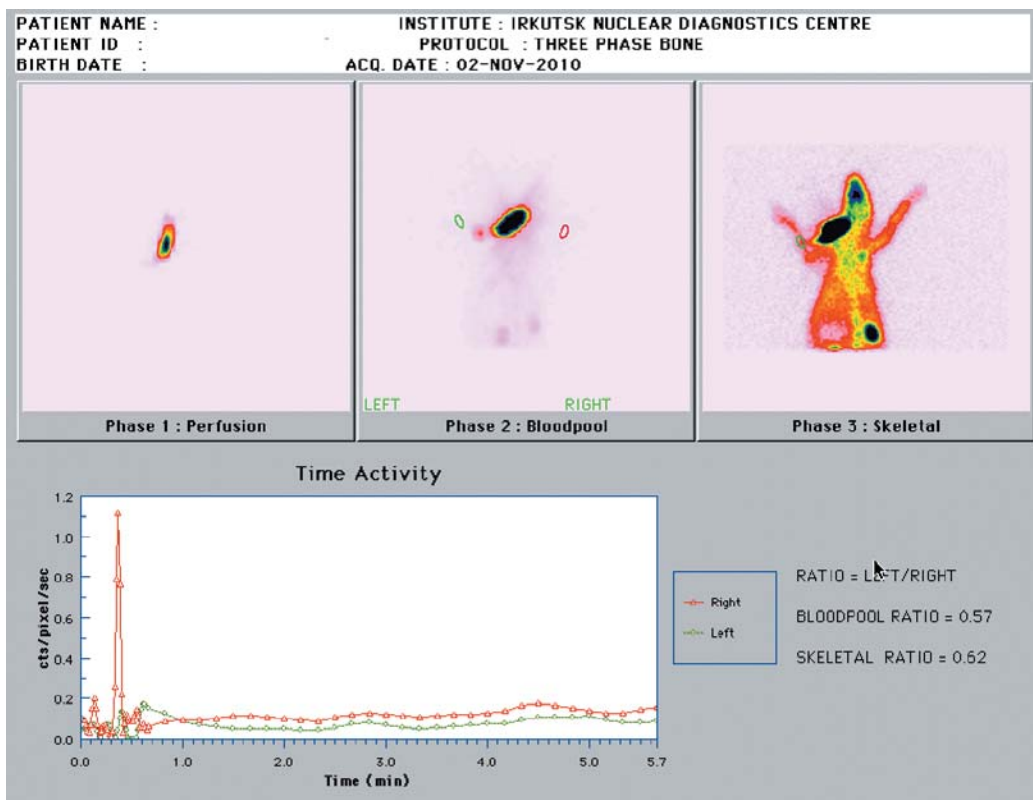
Остеосцинтиграмма 20-х суток фиксации (кролик №12).
